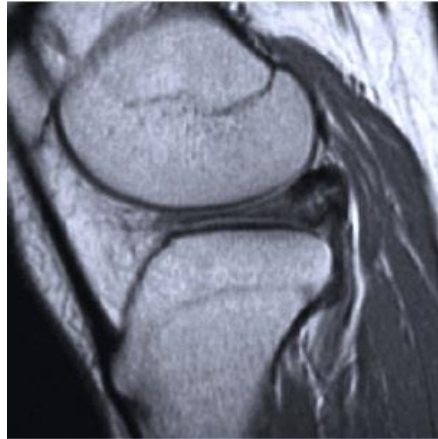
Classificação Ahn por avaliação da ressonância magnética: mudança postero-central. Adaptado de Hulet C. *Surgery of the Meniscus*. (Hulet C, Pereira H, Peretti G, Denti M, eds.). Berlin, Heidelberg: Springer Berlin Heidelberg; 2016.
